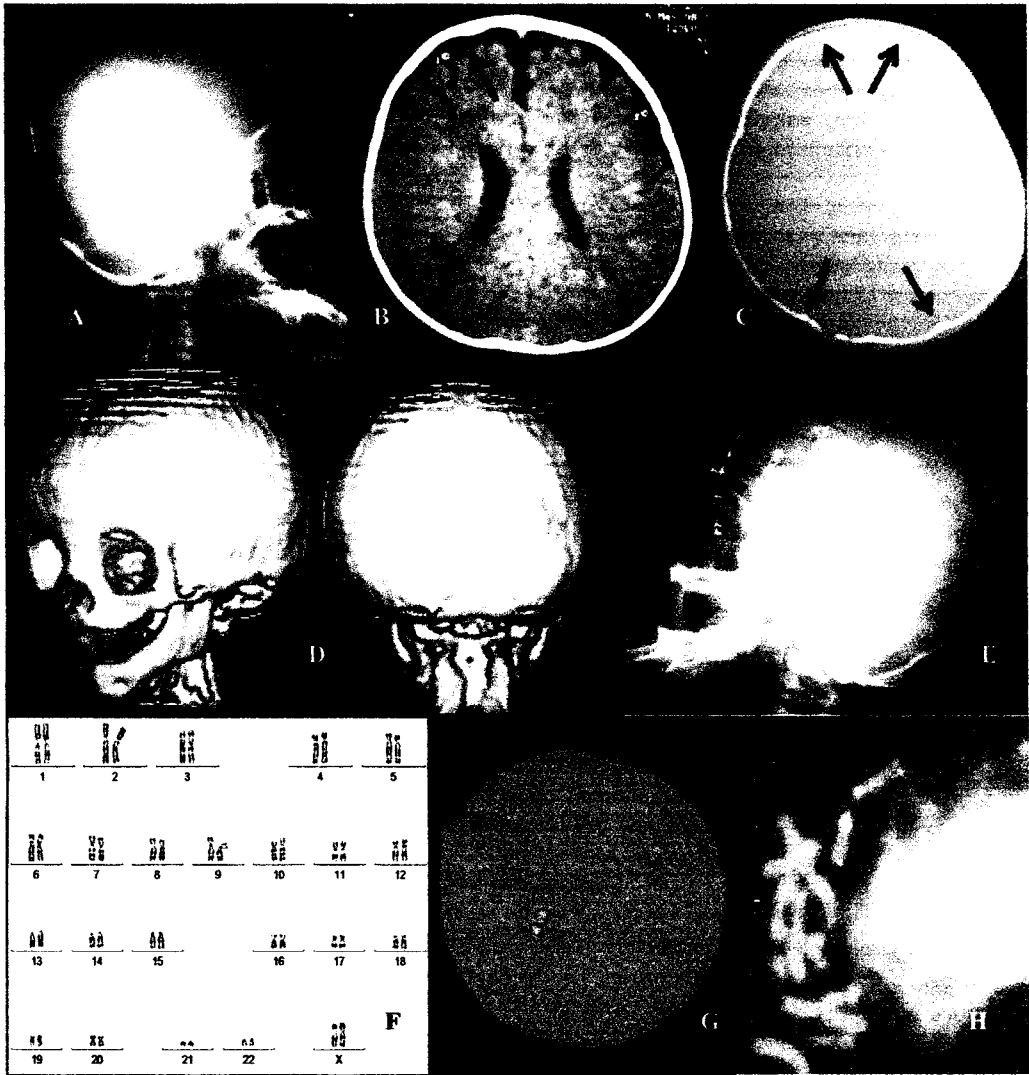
(A) Rx. de cráneo (a los 11 meses). Se observa la braquicefalia y una probable sinostosis de coronales. (B) TAC de cráneo simple (11 meses). Nótese la atrofia cortical (flecha). (C) Ventana ósea (11 meses). Es evidente el cierre asimétrico de las suturas coronales y lambdaoideas (flechas); el cráneo es plagiocefálico. (D) Reconstrucción ósea que hace muy evidente la Craneosinostosis (11 meses). (E) Rx. de cráneo al año 2 meses, posterior a la craneotomía. (F) Cariotipo de bandas G sin alteraciones numéricas o estructurales. (G) FISH en núcleo prometafásico. La sonda centromérica CEP15 (D15Z1) (en verde) identificó con éxito los dos cromosomas 15, y la sonda de copia única para el gen GABRB3 () solo se fijó a uno de los dos. (H) FISH en metafases. Además de las sondas anteriores se incluyó una telomérica PLM 15q24, obteniendo los mismos resultados en los 200 núcleos analizados (en verde), corroborando así la delección en 15q11-q13.
